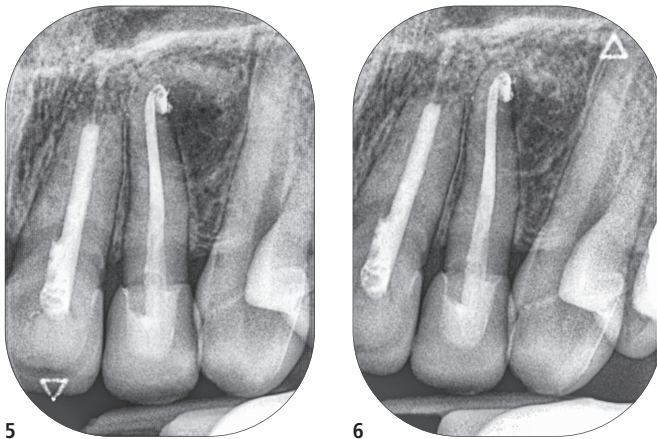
Ausgangsbild. – Abb. 2: Messaufnahme. – Abb. 3: Röntgenkontrollaufnahme. – Abb. 4: Röntgenaufnahme nach ZE-Eingliederung. – Abb. 5: Röntgenaufnahme nach 4,5 Monaten. – Abb. 6: Röntgenaufnahme nach weiteren neun Monaten. – Abb. 7: Röntgenaufnahme nach mehr als drei Jahren nach WF.
